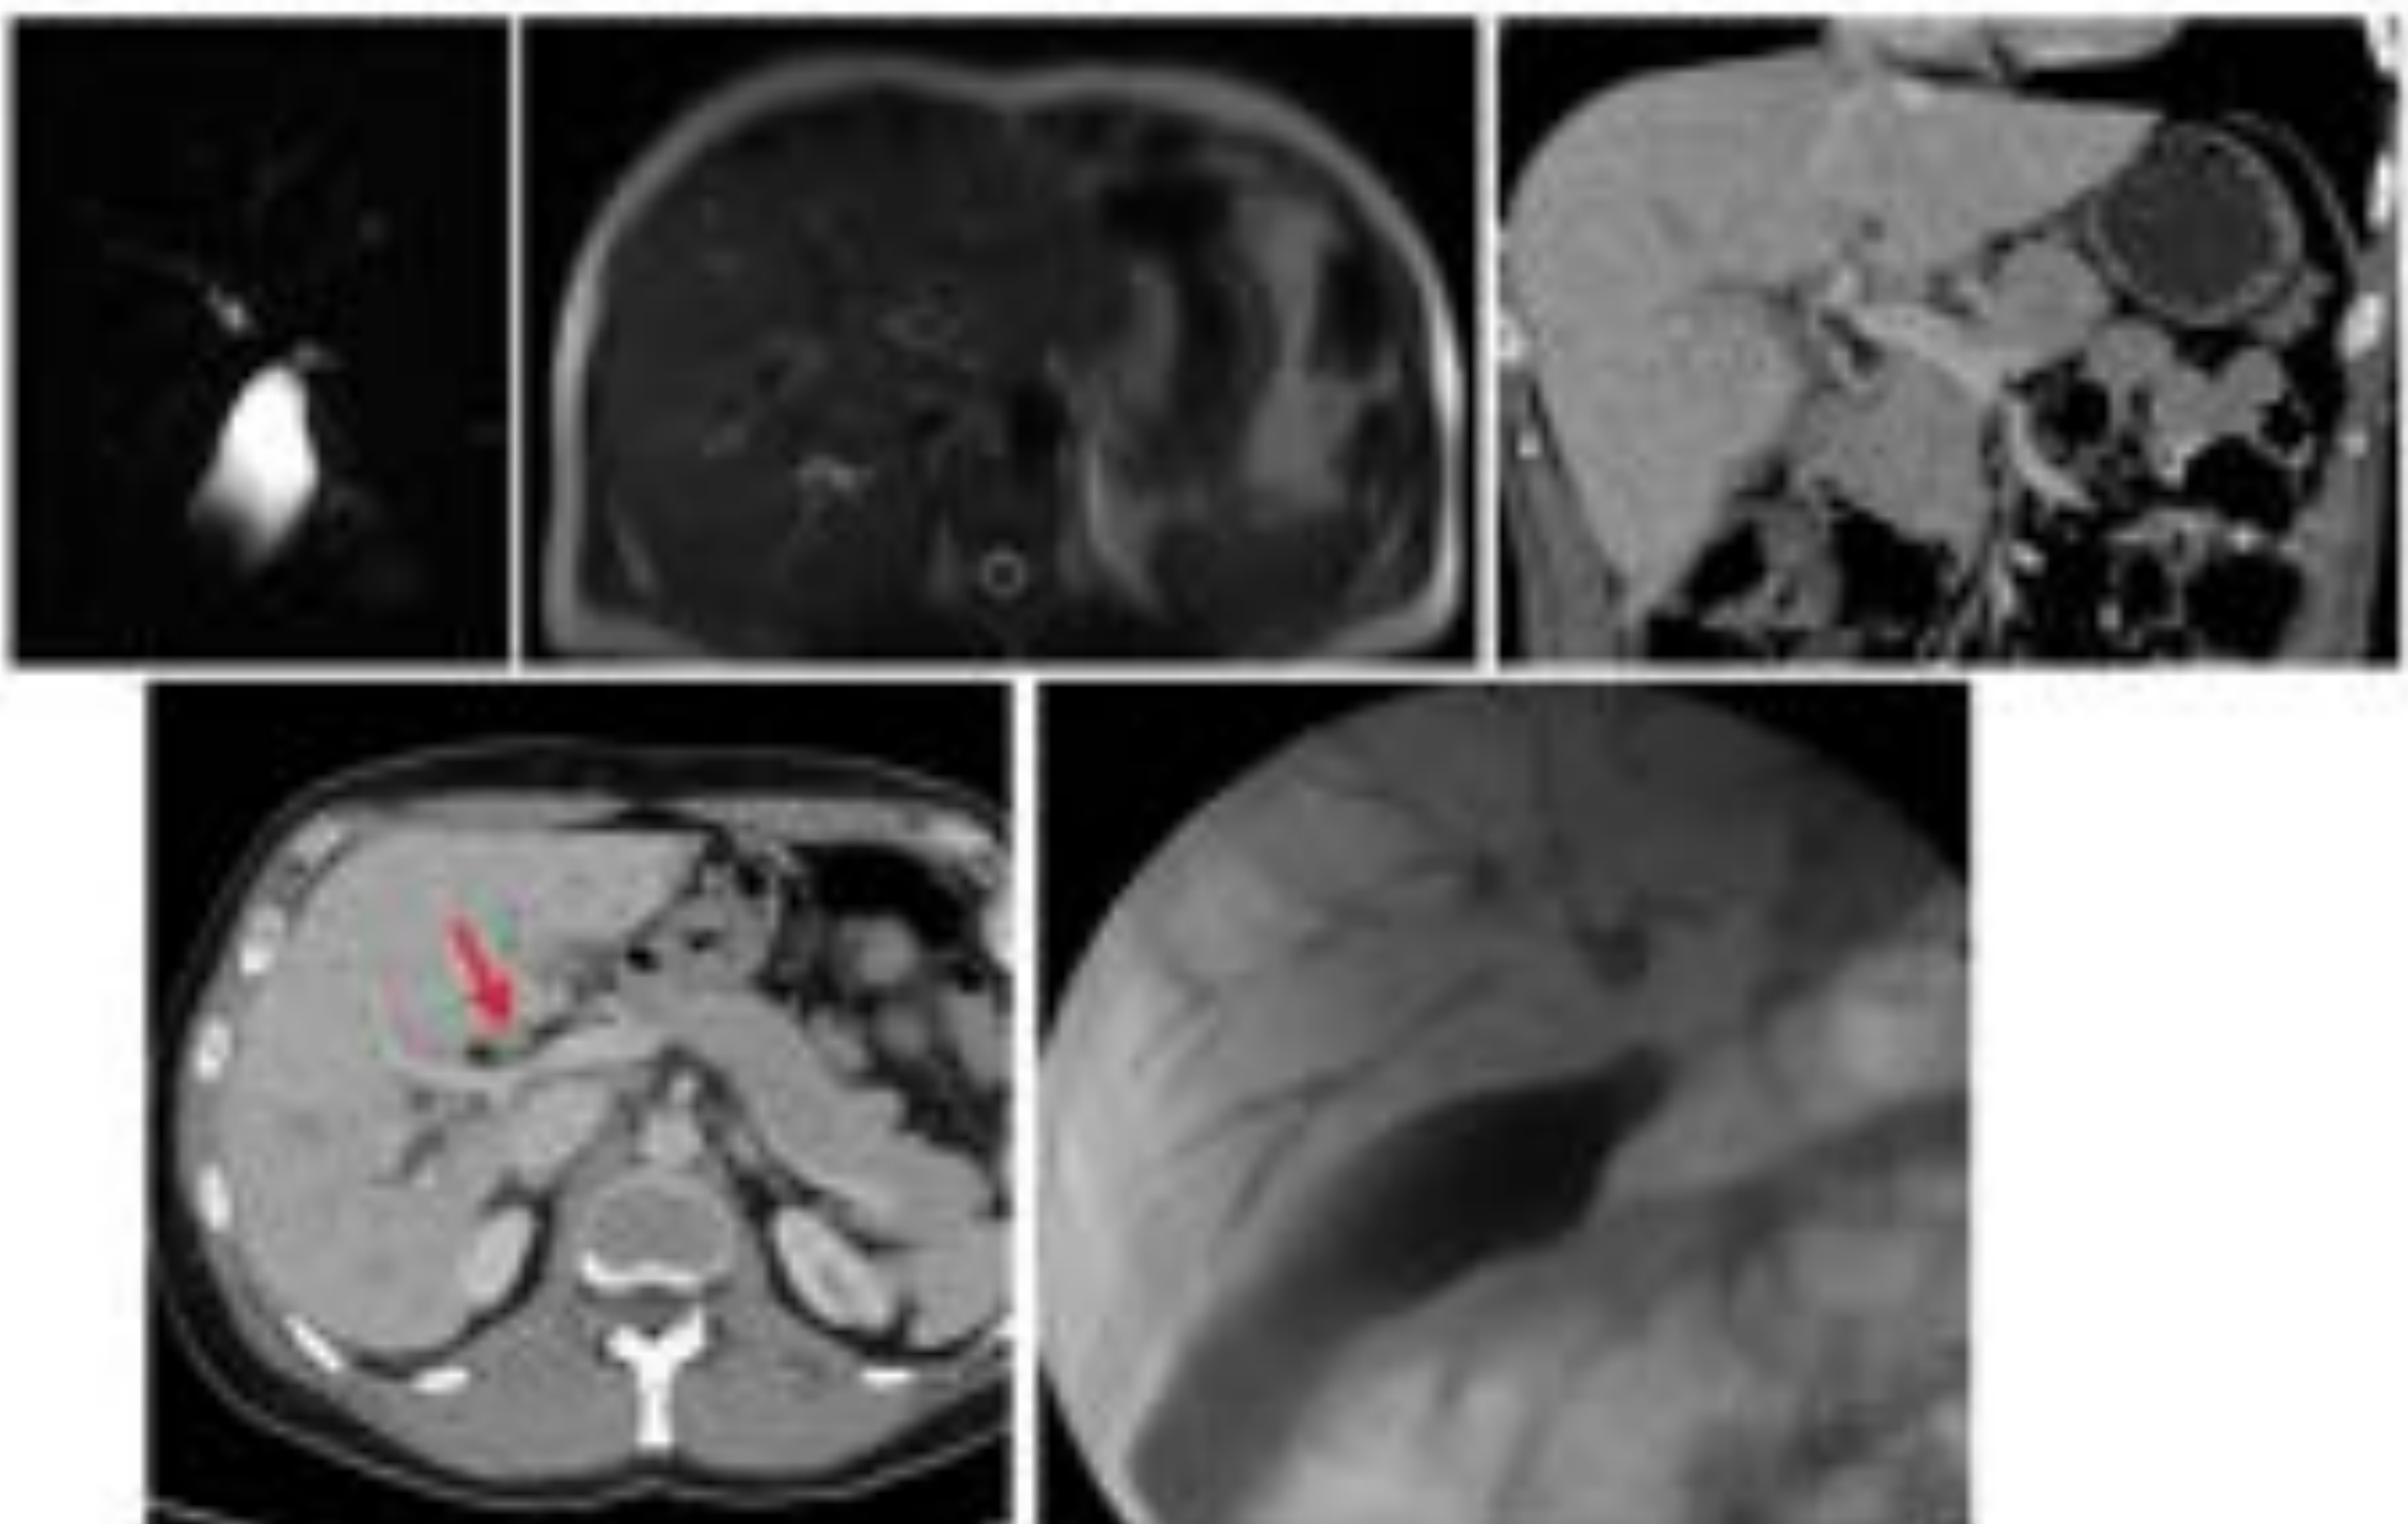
Colangitis esclerosante primaria (CEP). RM demuestra afectación de vía biliar intra y extrahepática alternando estenosis y dilataciones. En secuencias dinámicas se observa captación difusa en la pared del cístico, que se encuentra arrosariado.
